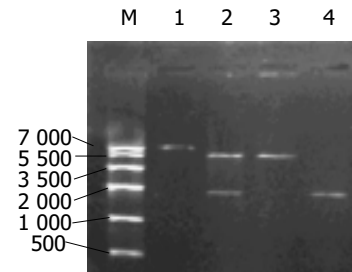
CDB3基因的PCR产物、重组质粒和PET22b(+)载体用 *EcoRI* 单酶切的图谱. M: marker; 1: 重组质粒用 *EcoRI* 单酶切; 2: 重组质粒用 *EcoRI* 与 *XhoI* 双酶切; 3: PET22b(+)载体用 *EcoRI* 单酶切; 4: PCR产物.
